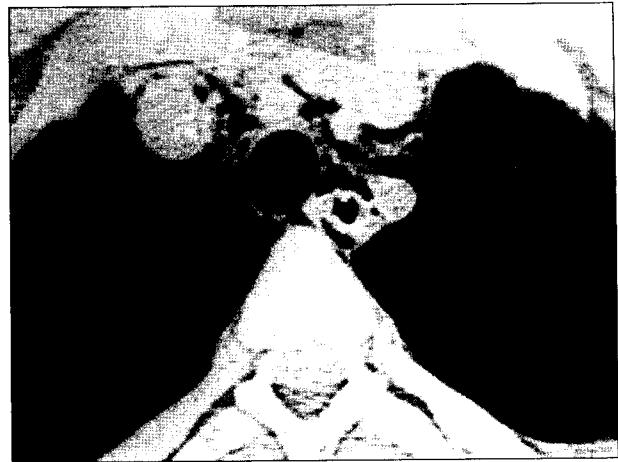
Chest CT pattern of Macklin effect in a 22-year-old man by blunt chest trauma. Emphysema of superior mediastinum and around the trachea.
